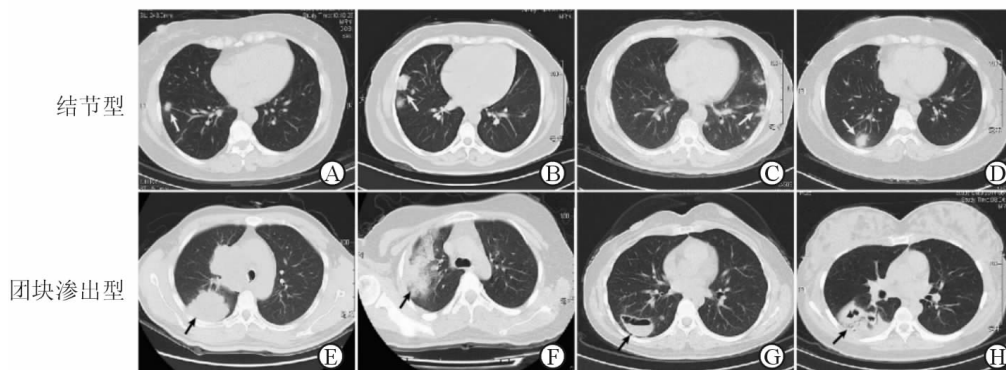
肺隐球菌病患者胸部 CT 不同影像形态表现
